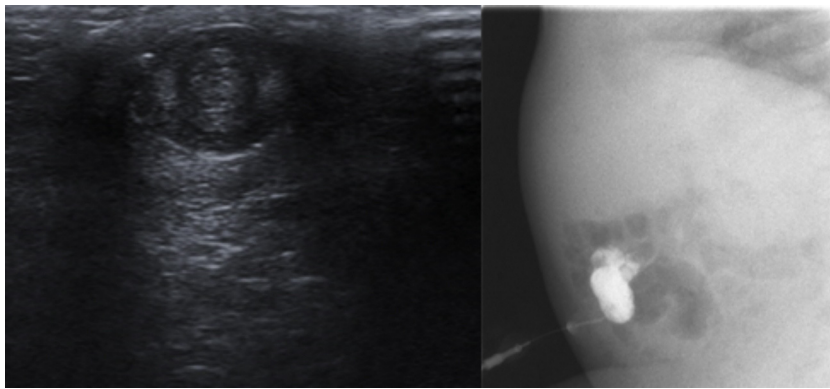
Ecografía y fistulografía: inserción de un catéter a través del orificio de la lesión; se visualiza relleno del trayecto y del asa intestinal.
